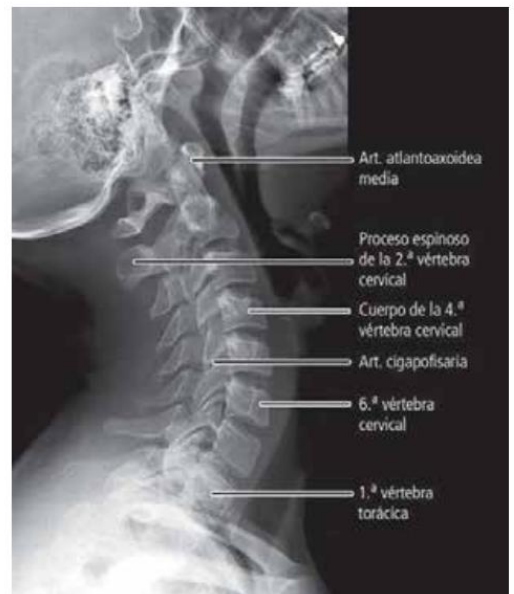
Radiografía de la columna vertebral cervical. Proyección lateral. Posición en hiperextensión.
